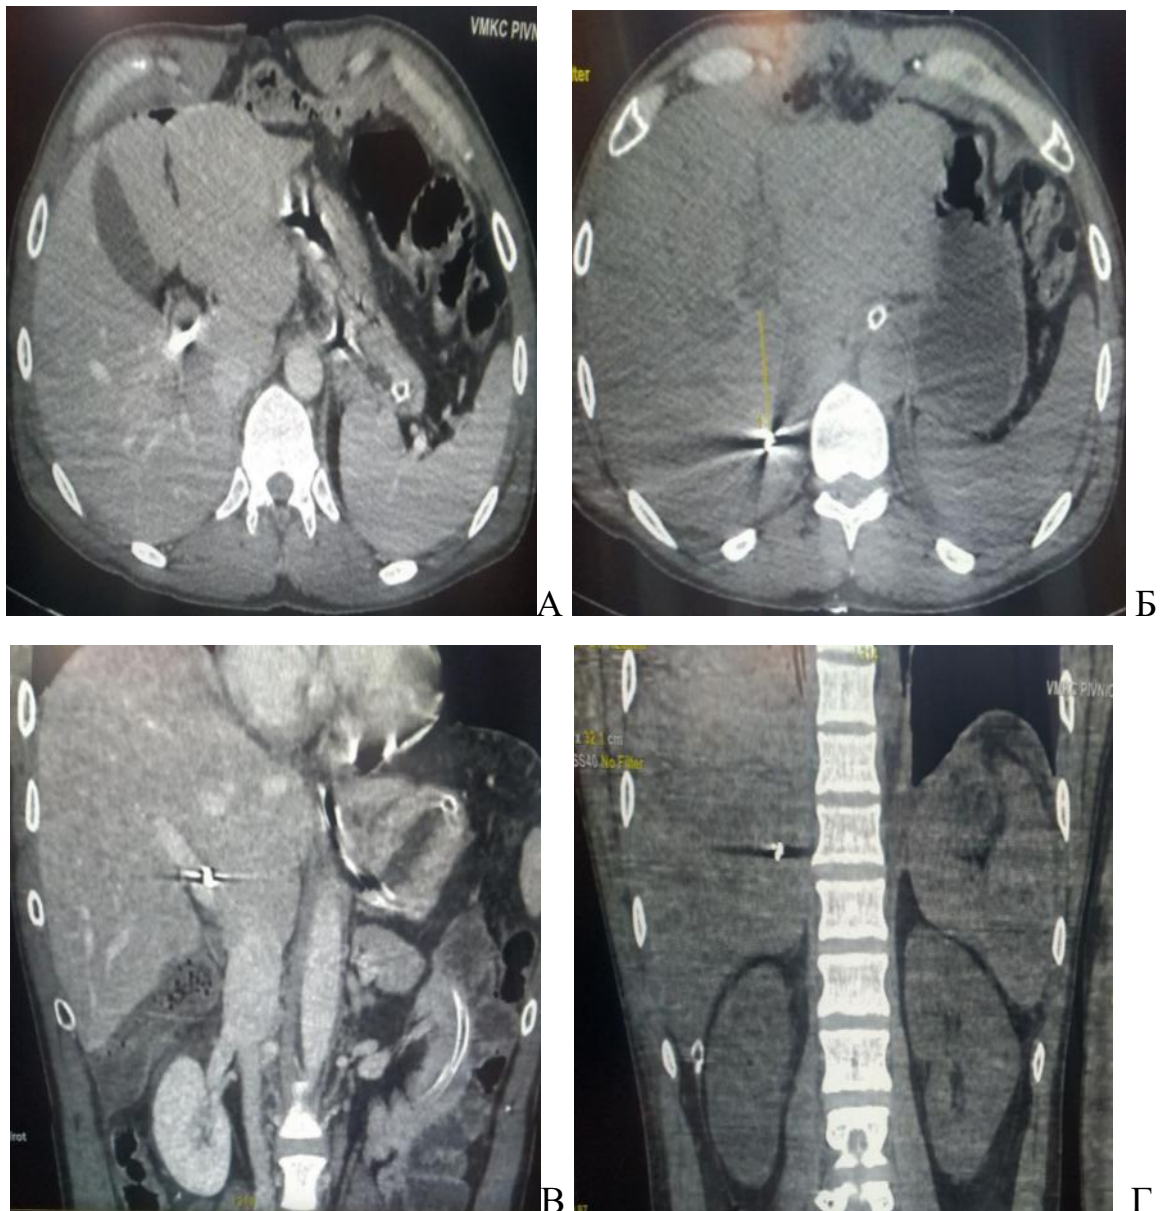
МСКТ ангіографія органів черевної порожнини на першу та другу добу після вогнепального осколкового проникаючого поранення живота: А – аксіальна проекція перша доба: стороннє тіло (металевий осколок) розташоване в проекції біфуркації ворітної вени; Б – аксіальна проекція друга доба: стороннє тіло (металевий осколок) розташоване в сегментарній гілці печінкових вен S7 печінки; В – коронарна проекція перша доба: стороннє тіло (металевий осколок) розташоване в проекції біфуркації ворітної вени; Г – коронарна проекція друга доба: стороннє тіло (металевий осколок) розташоване в сегментарній гілці печінкових вен S7 печінки. Міграції металевого осколка склала 45 мм.
